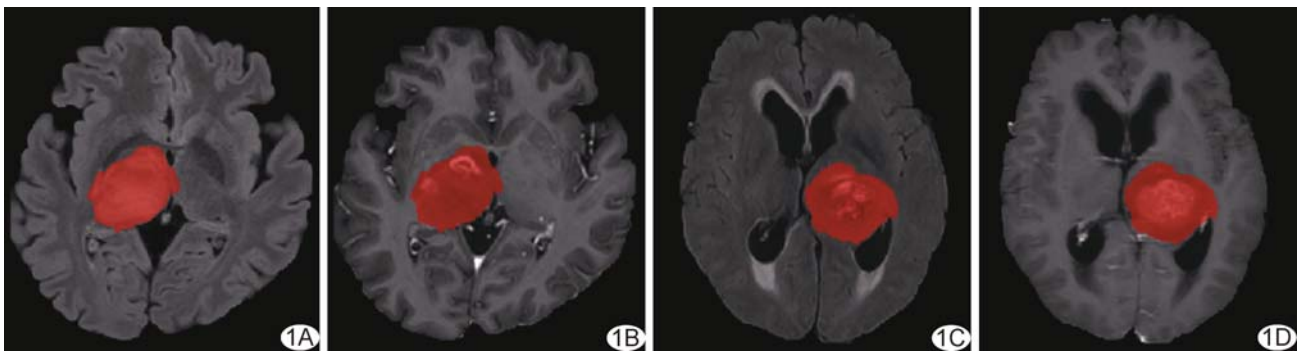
基于 MRI 半自动分割全瘤 ROI A、B. H3-DMG 患者,女,25 岁,基于 T2-FLAIR 图(A)及 T1CE 图(B)分割全瘤 ROI; C、D;GBM 患者,男,49 岁,基于 T2-FLAIR 图(C)及 T1CE 图(D)分割全瘤 ROI
